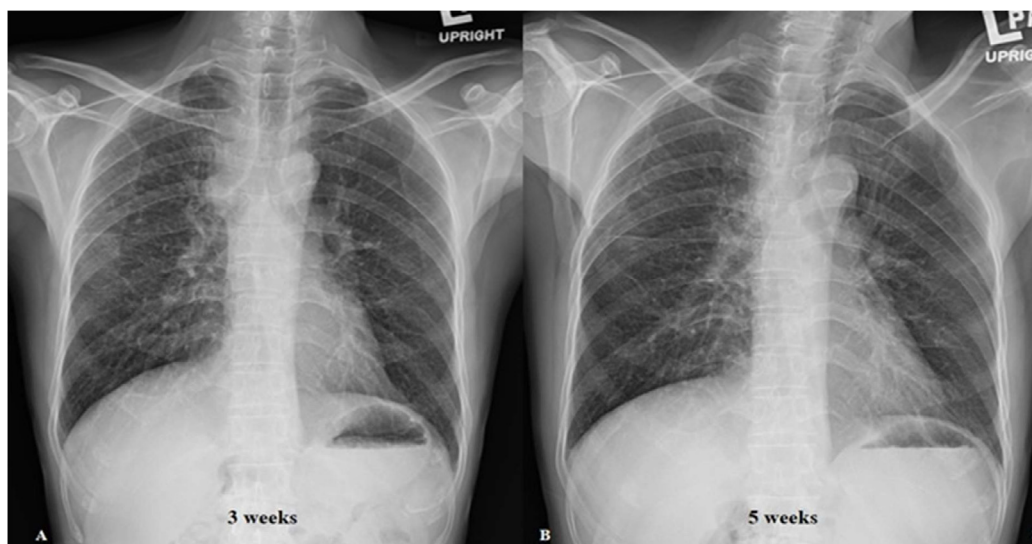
Follow up chest radiography (CXR) after intravenous 3 and 5 weeks of ceftazidime with sulfamethoxazole–trimethoprim showed decrease size of right paratracheal lymph nodes and right middle lung infiltration.
